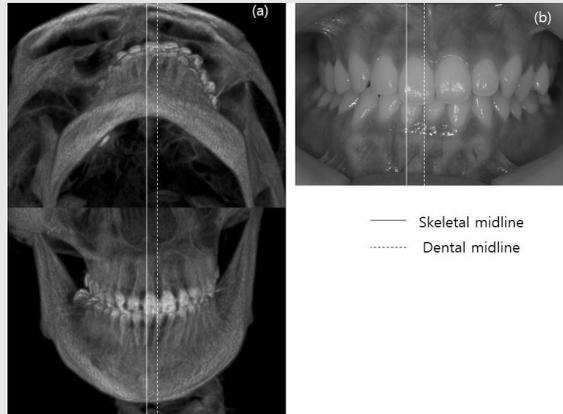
하악 골격성 중심선과 치열 중심선과의 관계. (a) CBCT에서 관찰되는 차이를 (b) 구강내 사진에 표현하였다. 골격과 치열의 중심선 차이가 상당히 큼을 볼 수 있다.
